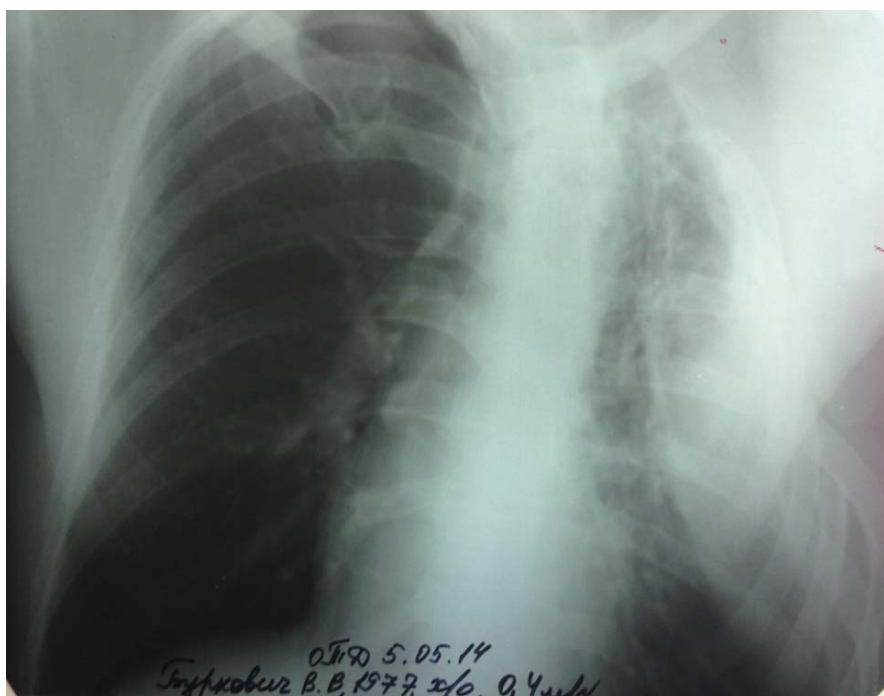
Обзорная рентгенограмма больного Б. до оперативного вмешательства
